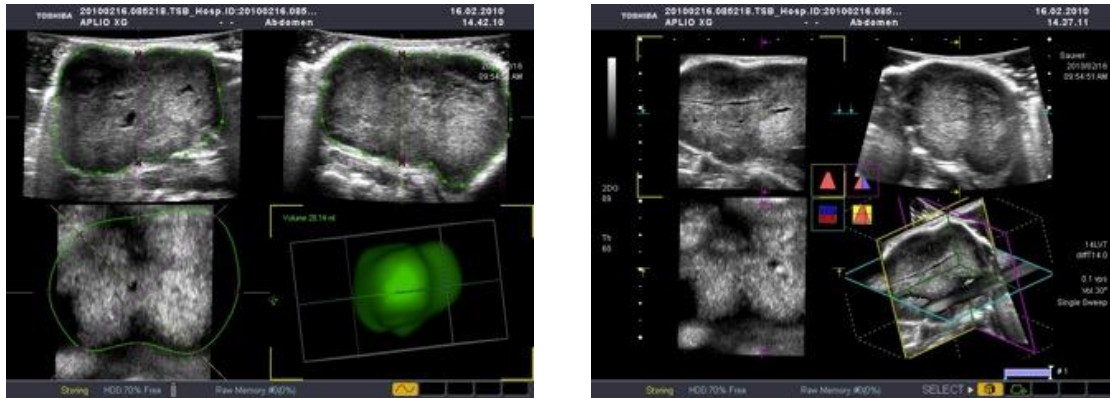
reconstruction échographique 3D du volume tumoral à l'aide du Toshiba Applio XG SSA-790A
